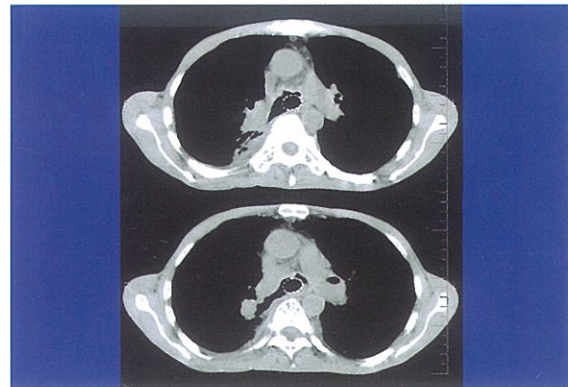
(症例 2) ; 留置後 1 週間目の胸部 CT 像
